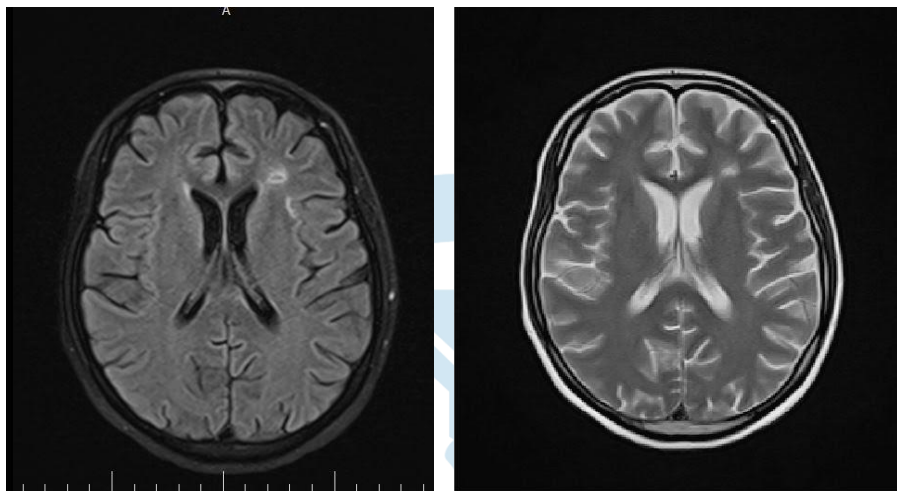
Brain MRI revealed hyper signal lesion in the left front-temporal lobe.
